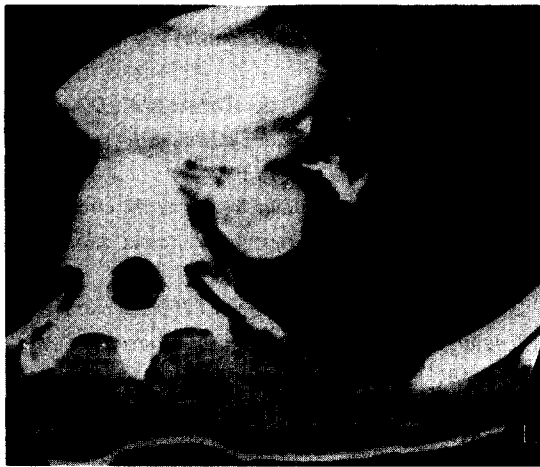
술후 전산단층촬영 소견 : 정상 대동맥과 대망이 관찰됨.
